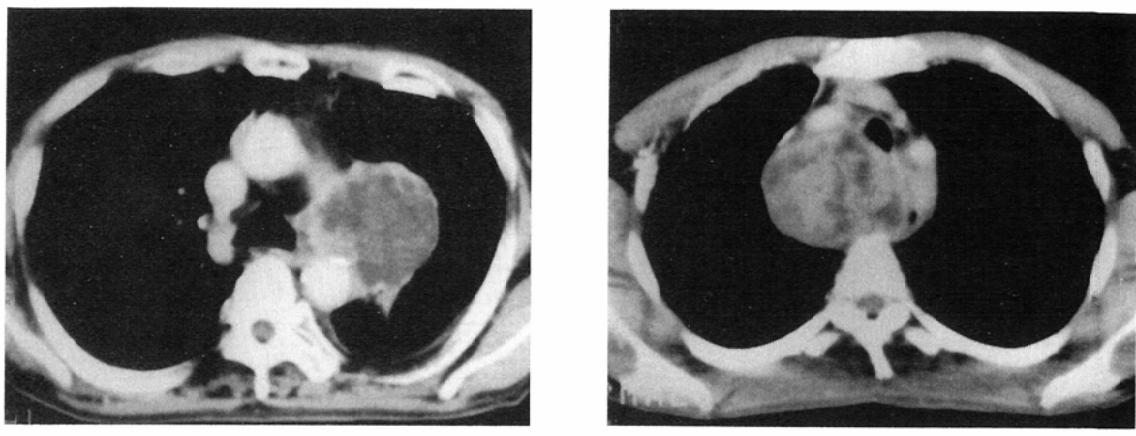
NR₂(a) and NR (b). Massive necrosis was strongly suggested on post-treatment CT scan (NR₂).
